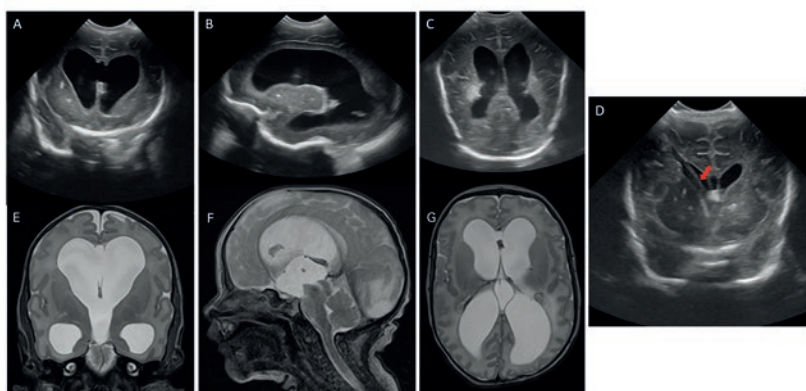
Transfontanelle Ultraschalluntersuchung (A–D) und Magnetresonanztomographie-(MRT-)Untersuchung (E–G) in koronarer (A), sagittaler (B) und axialer (C) Schnittführung eines Frühgeborenen mit postnataler Meningitis, das im Verlauf einen erhöhten Kopfumfang aufwies. Die initiale Untersuchung erfolgte mittels transfontanellem Ultraschall. Mehrere Lumbalpunktionen zur Druckentlastung wurden durchgeführt, bis das Kind ein Körpergewicht von über 2,5 kg erreichte. Eine MRT wurde durchgeführt, um ein «multilokulierter» Hydrozephalus mit infektionsbedingter Zystenbildung (was die Therapie beeinflussen würde) auszuschliessen (E–G). Es erfolgte die Behandlung mittels ventrikulo-peritonealem Shunt (VPS), was zum Stagnieren des Kopfwachstums und zu einer deutlichen Reduktion der Ventrikelbreite im postoperativen Ultraschall (D) führte. Der ventrikuläre Katheter ist gut sichtbar im Ultraschall und korrekt im rechten Seitenventrikel positioniert (Pfeil).
